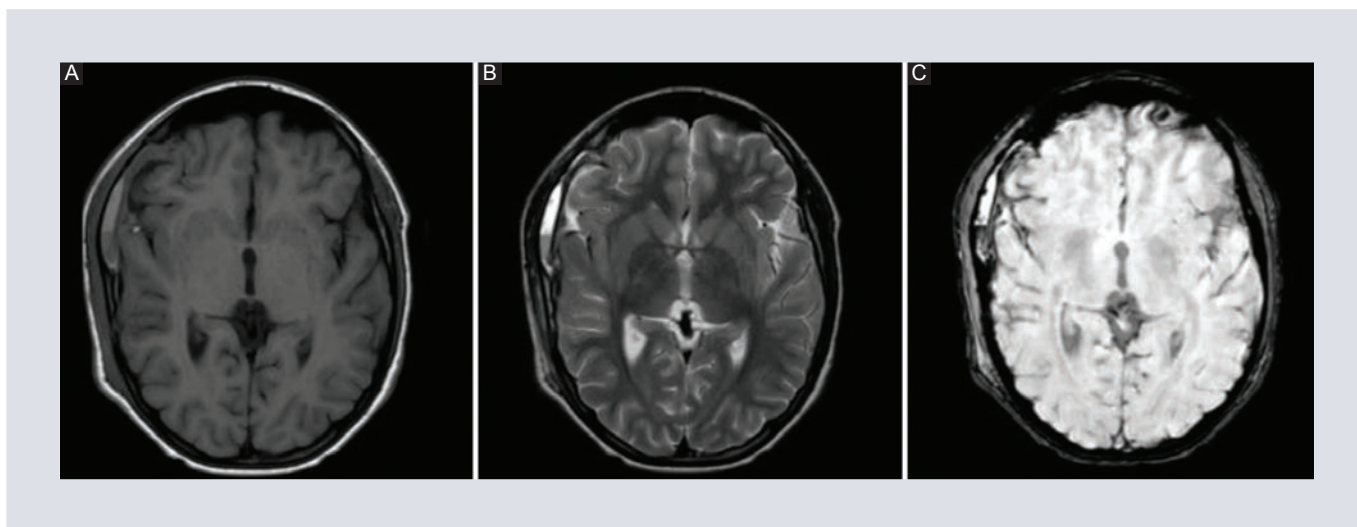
Resonancia magnética con reforzamiento. A: T1. B: T2. C: SWIP en adquisición transaxial. Se identifica una colección subdural residual de intensidad de señal heterogénea debido a sangre en distintas fases. SWIP con anillo de hemosiderina.
